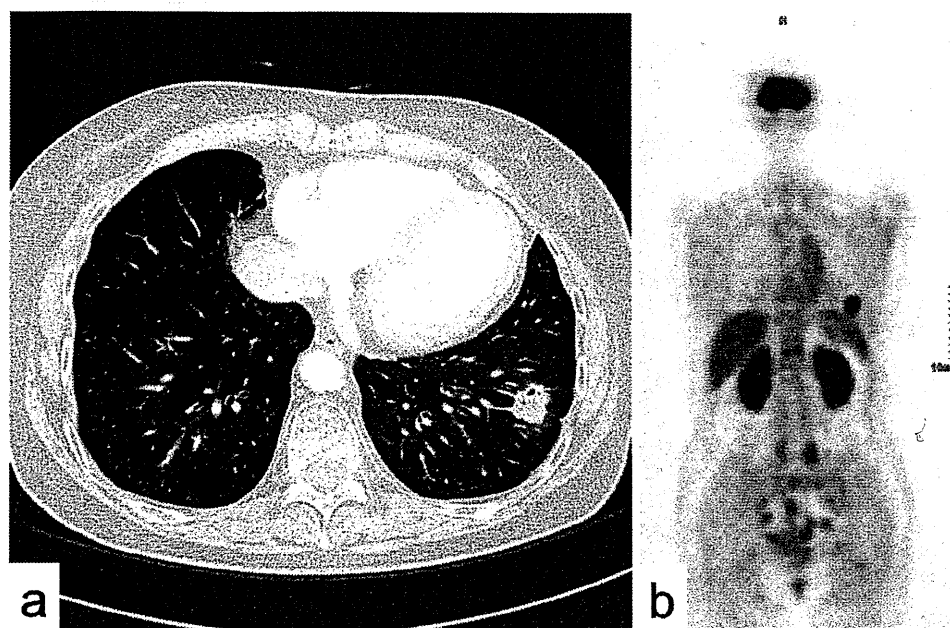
Chest CT and PET scan findings. (a) Chest CT image showing a tumor, 2.5 cm in diameter, in left S⁹. (b) PET scan image showing positive accumulation of FDG in the lung tumor, but not in the thoracic spine or other organs.
